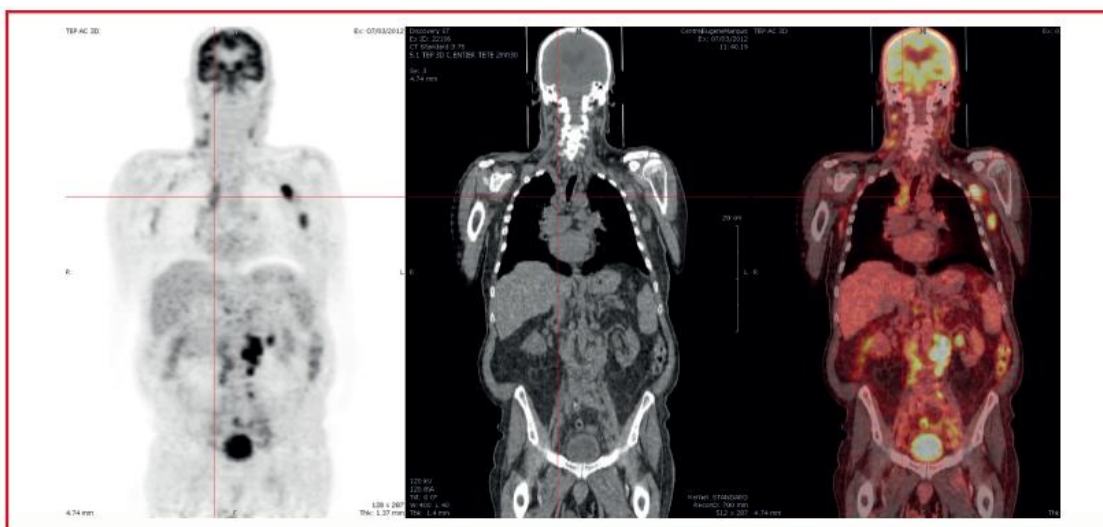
Images obtenues par PET lors d'un bilan initial chez un individu à foyers d'hyperfixation cervicaux, axillaires gauches, médiastinaux et rétro-péritonéaux (19)
